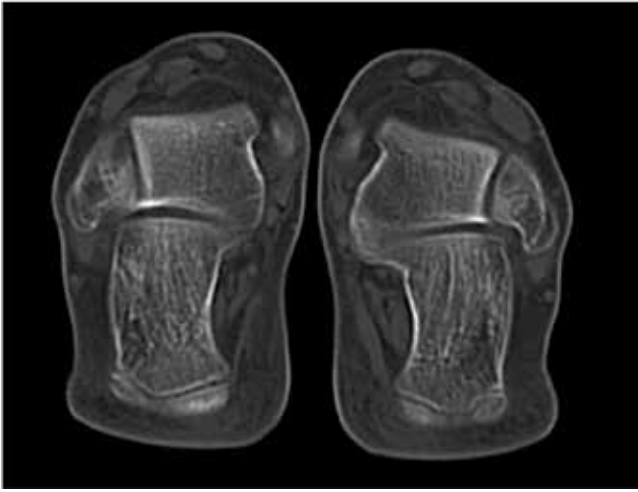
Tomografía axial donde se observa la fusión calcaneoastragalina del pie izquierdo.
